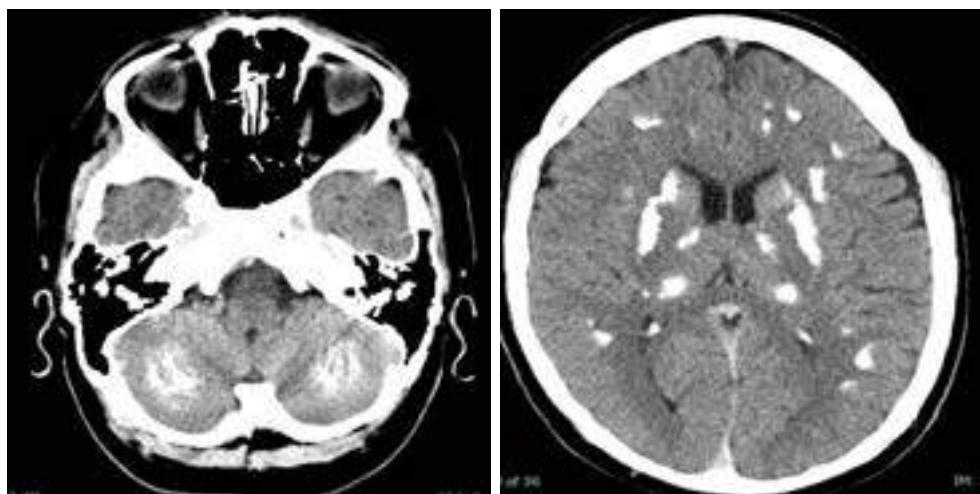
Imagens de TC do crânio, sem contraste, no plano axial: a) a nível da fossa posterior com calcificações bilaterais dos núcleos cerebelosos; b) a nível dos gânglios da base onde se observam calcificações simétricas e bilaterais do núcleo caudado, globo pálido, núcleo lentiforme, putamen e da substância branca periventricular. Em ambas as imagens é possível observar-se o parênquima cerebral sem alterações patológicas focais.
